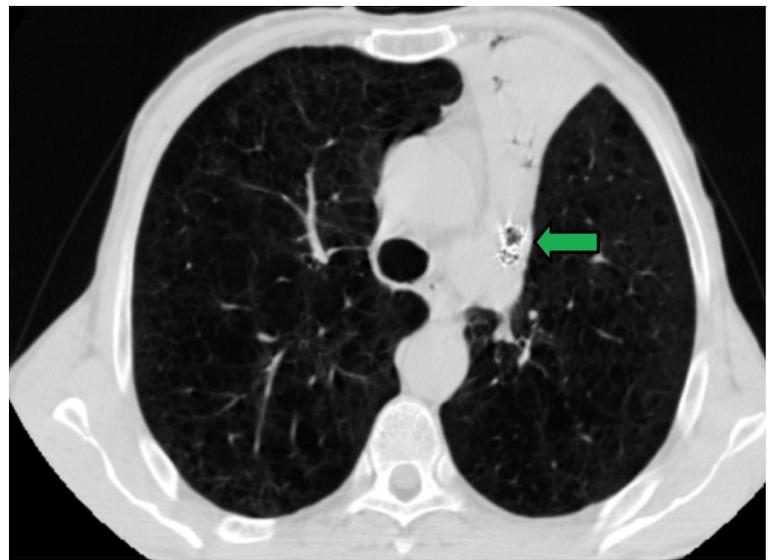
TC torace. Atelectasia completa del lobo superiore sinistro inglobante le valvole (freccia verde).
